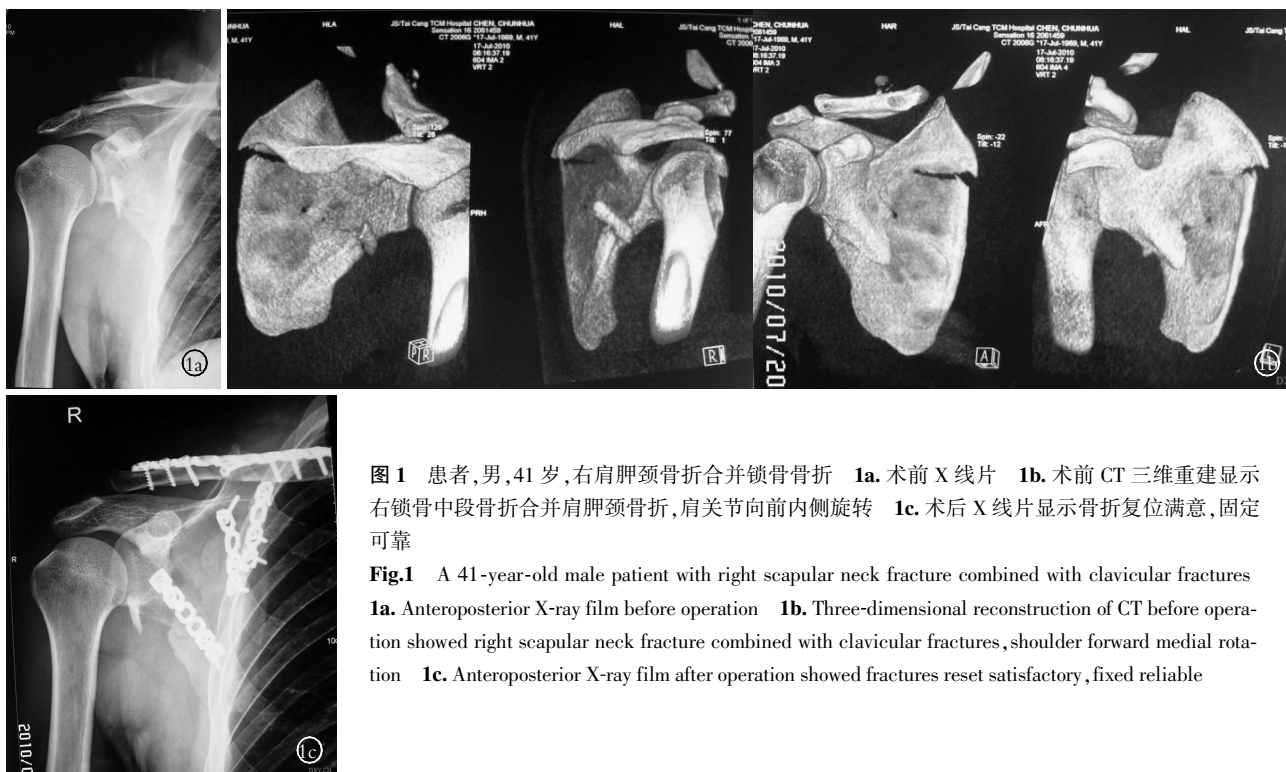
患者,男,41 岁,右肩胛颈骨折合并锁骨骨折 1a. 术前 X 线片 1b. 术前 CT 三维重建显示右锁骨中段骨折合并肩胛颈骨折,肩关节向前内侧旋转 1c. 术后 X 线片显示骨折复位满意,固定可靠
